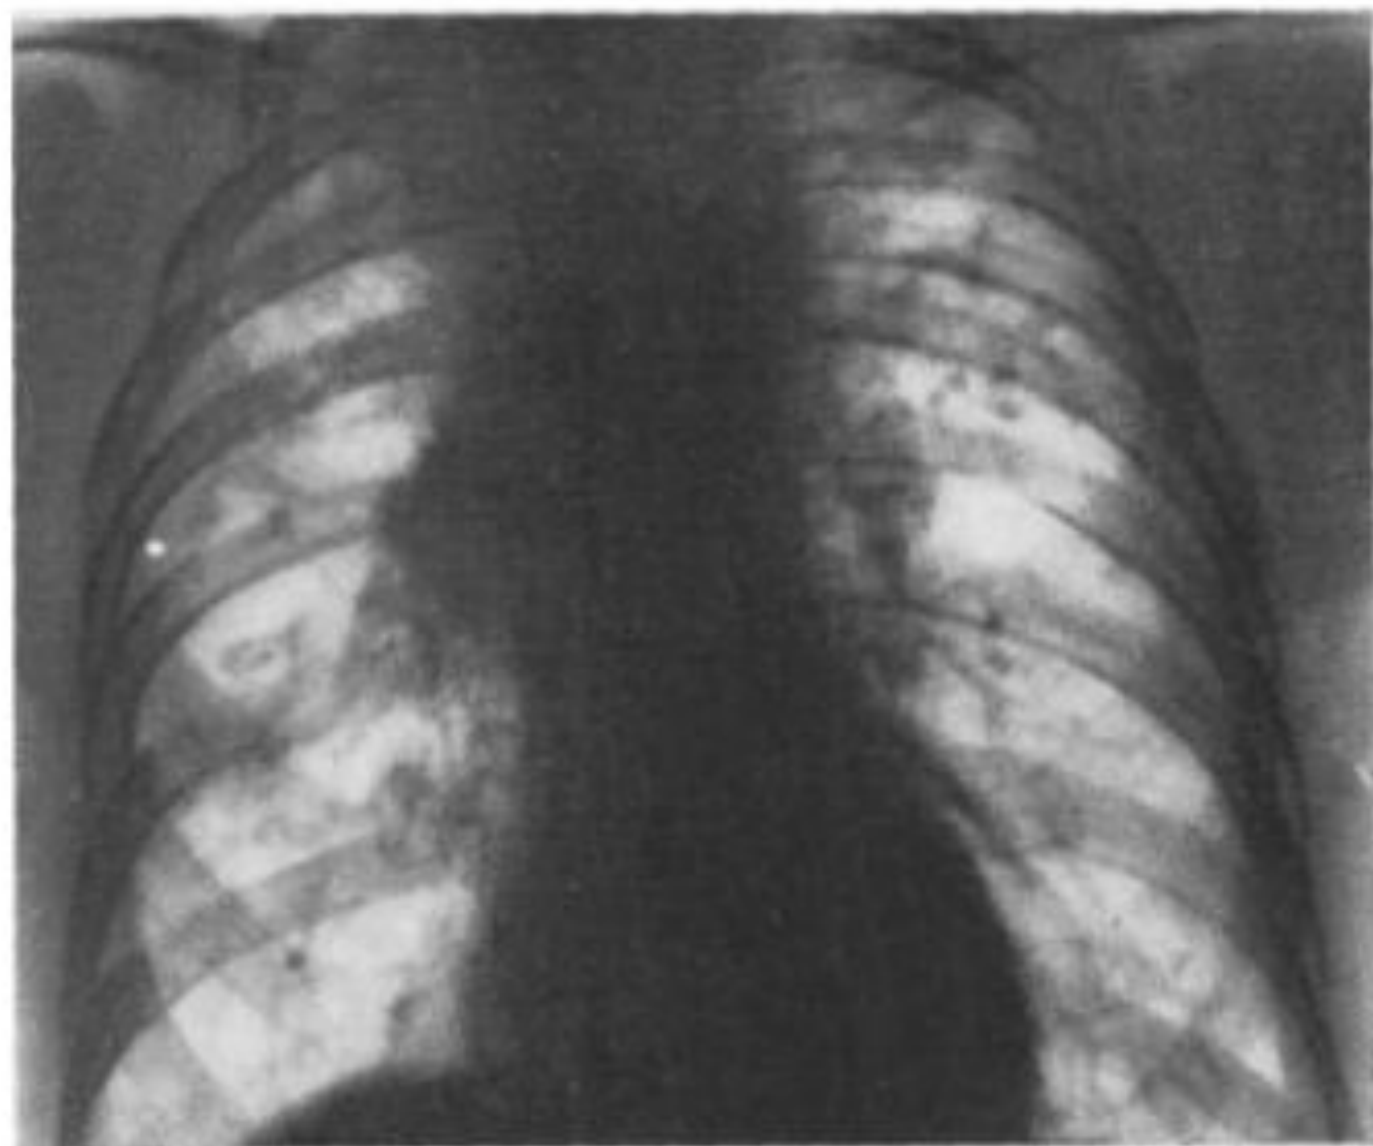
Обзорная рентгенограмма. Диссеминированный туберкулез с органической диссеминацией, развитием пневмосклероза верхушек, смещением Kof ней легких вверх.
